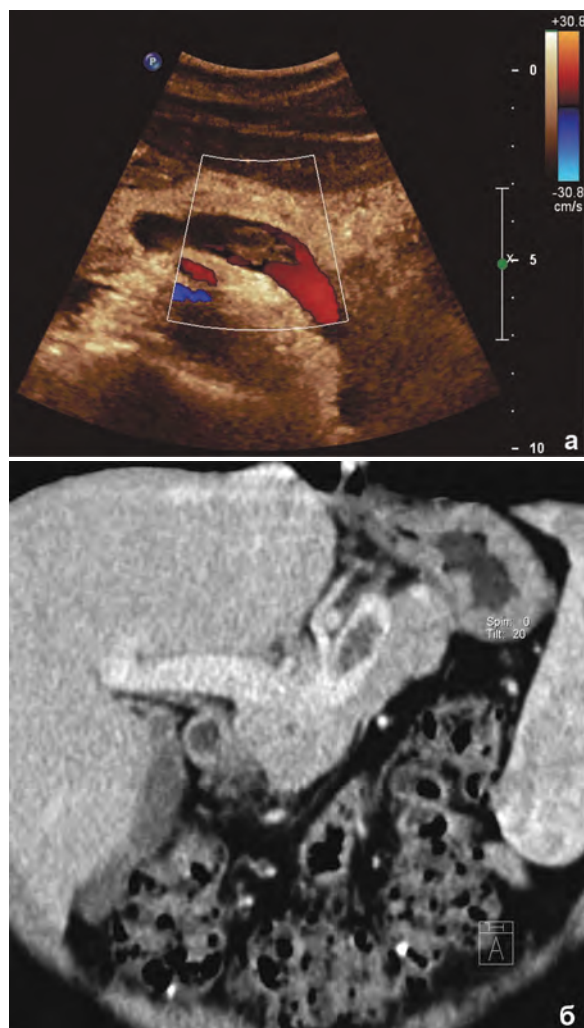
Неокклюзивный тромбоз селезеночной вены: а – режим ЦДК, в просвете селезеночной вены визуализируется тромб, кровоток определяется в остаточном пристеночном пространстве; б – МСКТ, неокклюзивный тромб селезеночной вены (исследование с болюсным контрастным усилением, венозная фаза, МРР-реконструкция).
